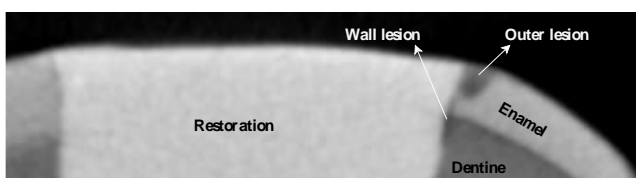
Micro-computed tomography image of the restoration margin after challenge with cariogenic bacteria.
